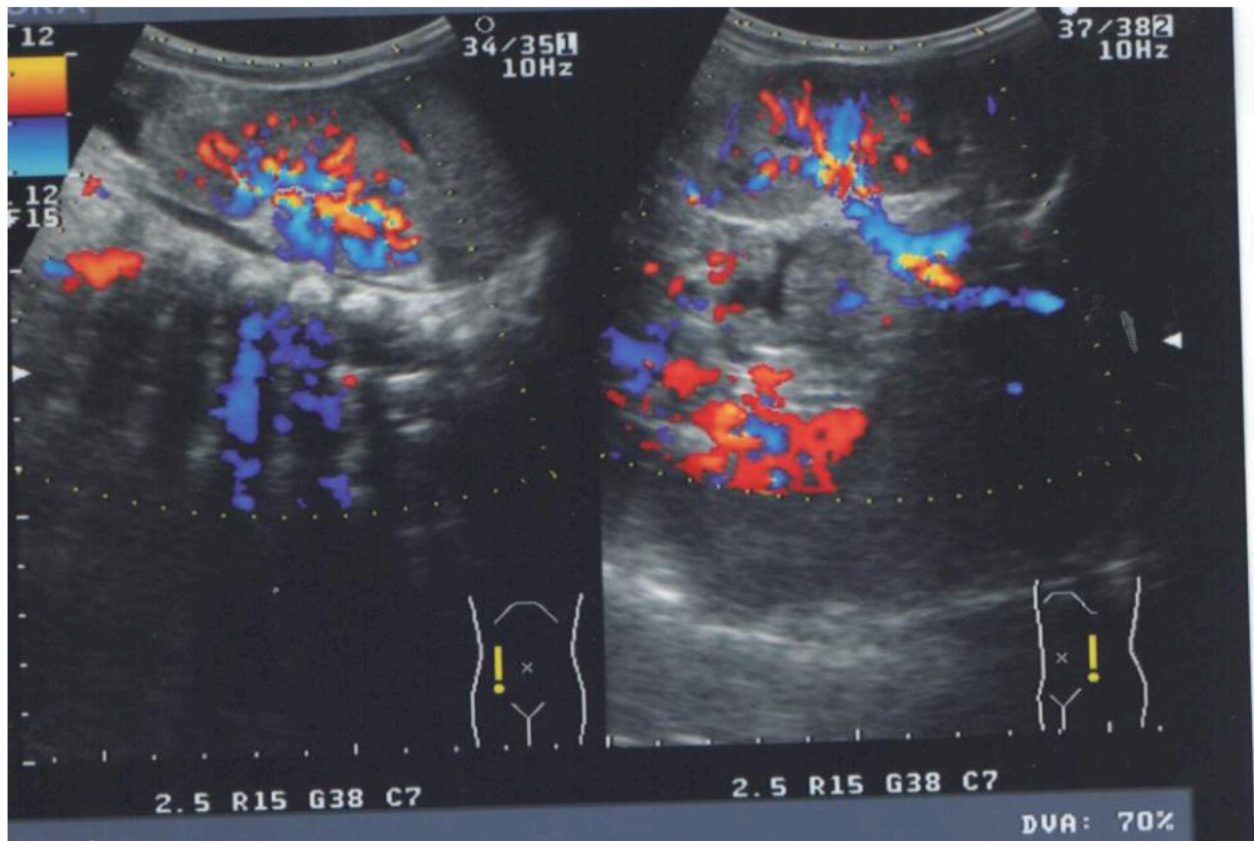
Данные УЗИ- 1 брюшной полости у ребенка
